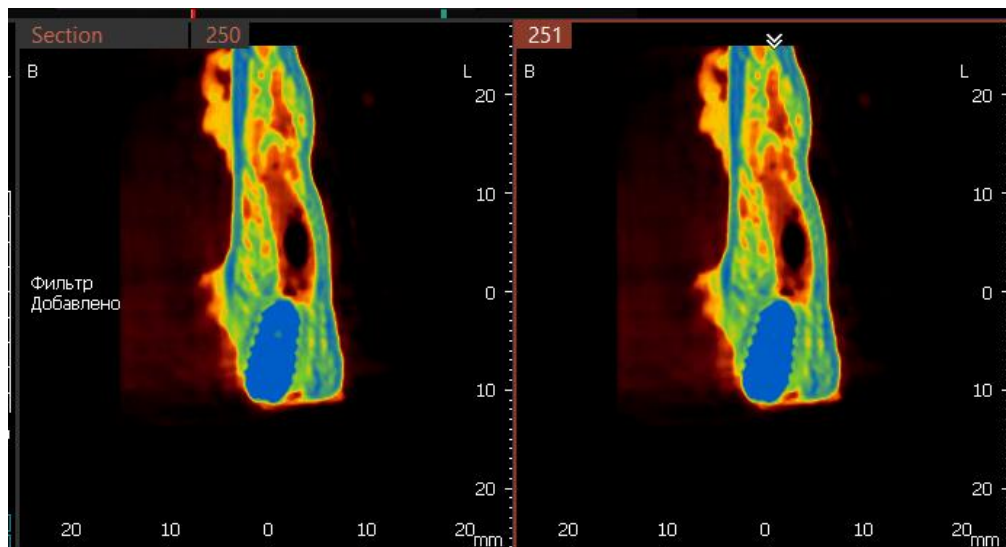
Томограмма на уровне имплантата 3.2, определяется неравномерная плотность костной ткани по периферии имплантата
